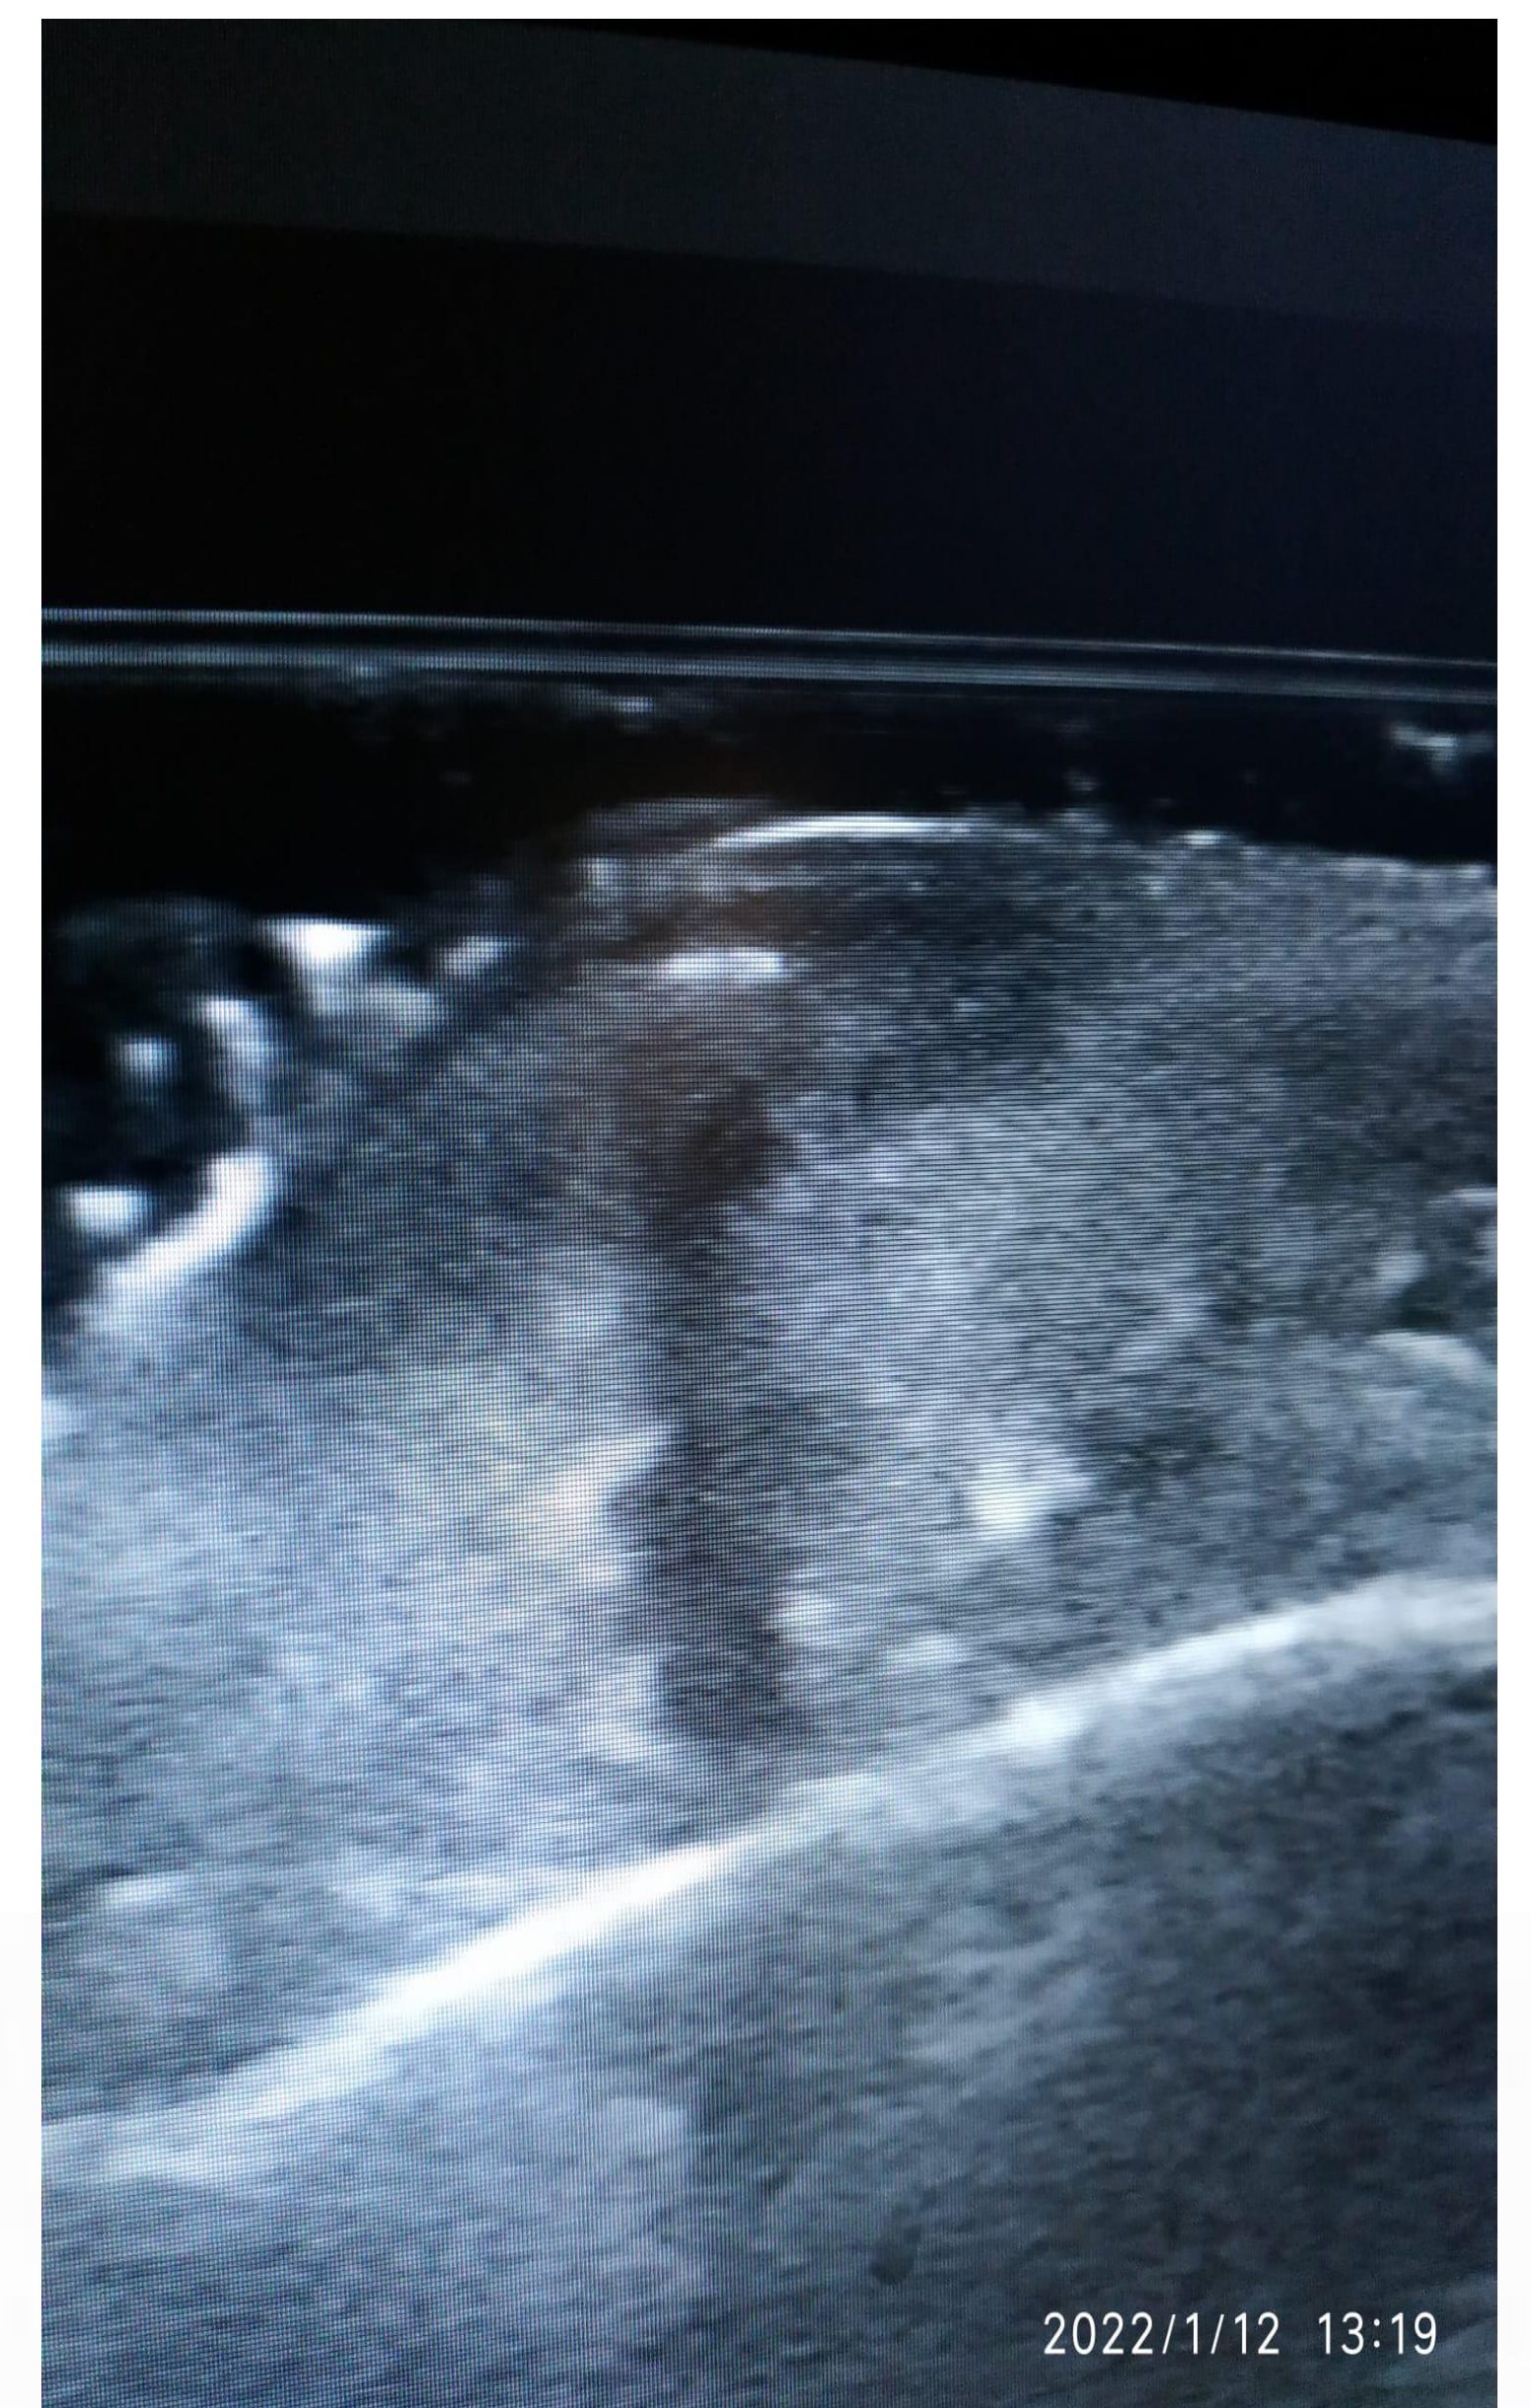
Ecografía cutánea de nódulo subcutáneo que impresiona de pilomatrixoma.
